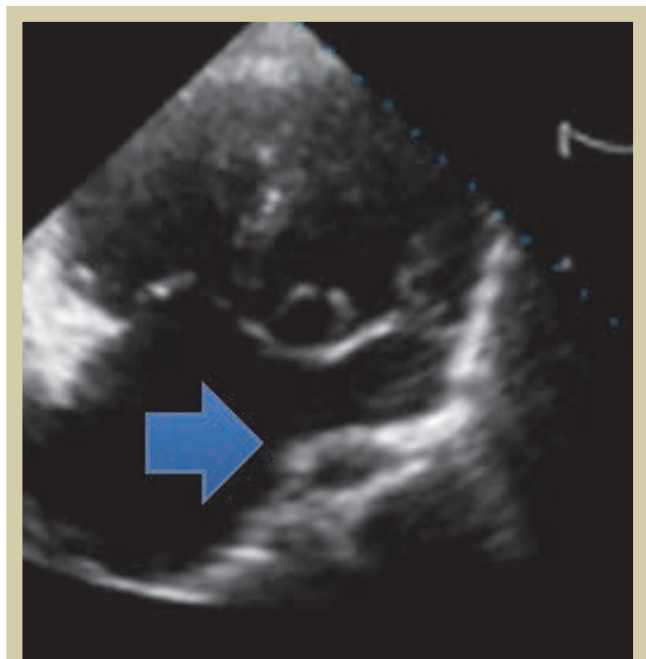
Ecocardiograma Transtorácico, VCSIP (flecha).
